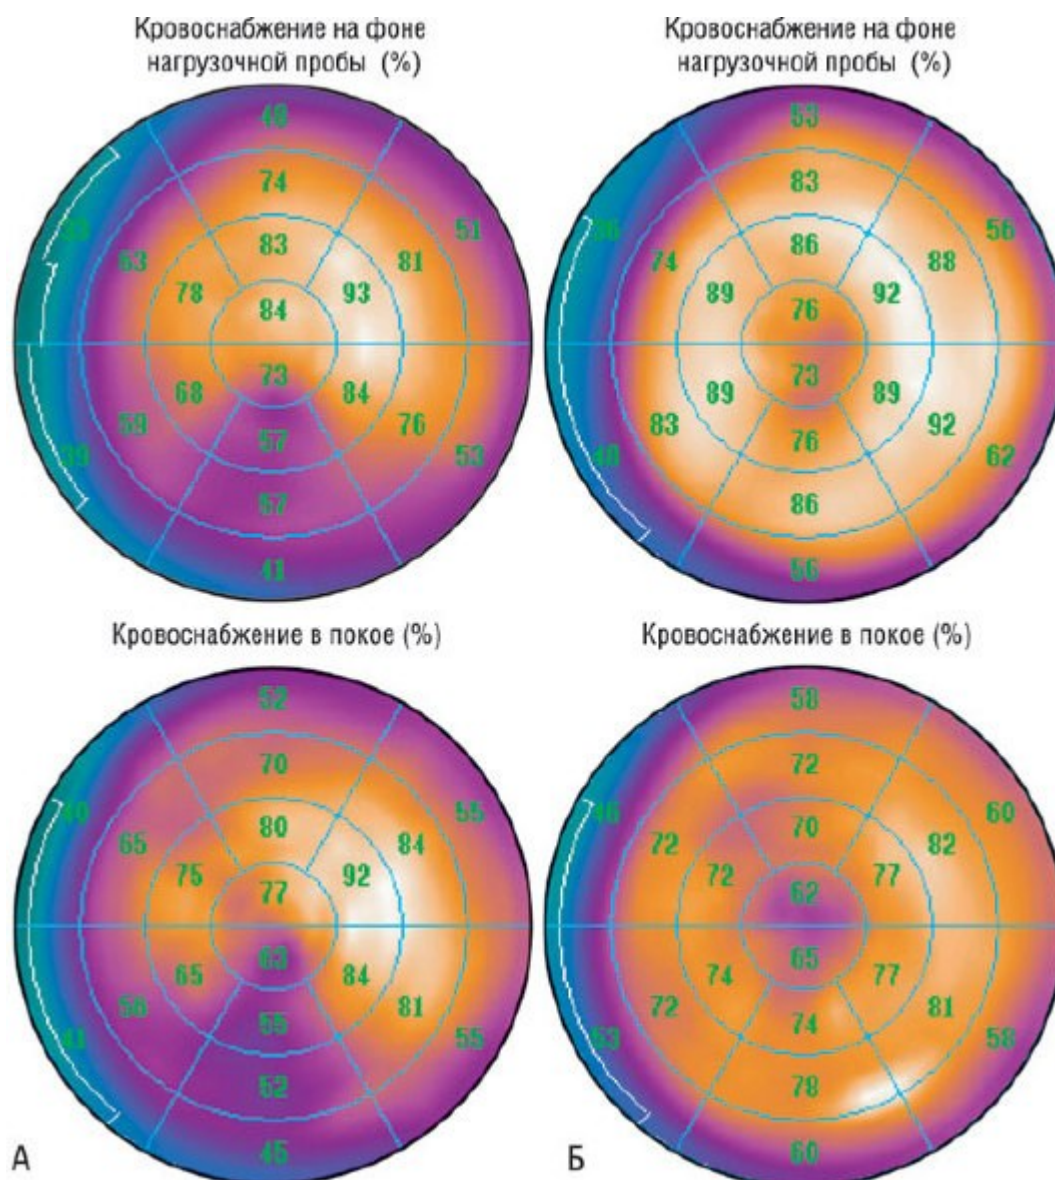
Результаты перфузионной томосцинтиграфии миокарда, представленные в системе полярных координат, на фоне нагрузочной пробы (верхняя панель) и в покое (нижняя панель) у пациента с избыточной массой тела и неизменными венечными артериями по данным коронарографии. А - на сцинтиграммах, выполненных без коррекции ослабления, визуализируется стабильный дефект кровоснабжения в нижней стенке ЛЖ. Б - после проведения коррекции ослабления с помощью КТ (исследование выполнено на совмещенной системе "однофотонный эмиссионный компьютерный томограф/компьютерный томограф") отмечается нормализация сцинтиграфической картины, что подтверждает артефактную природу обнаруженного дефекта кровоснабжения (ослабление энергии от источника).
